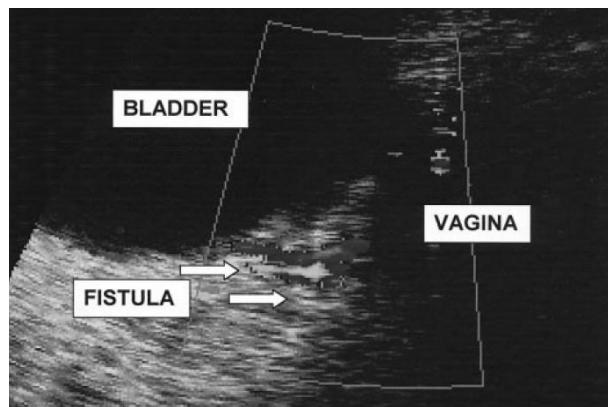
УЗИ органов малого таза трансвагинальным доступом. Стрелкой указан дефект слизистой оболочки мочевого пузыря – мочепузырный влагалишный свищ.
